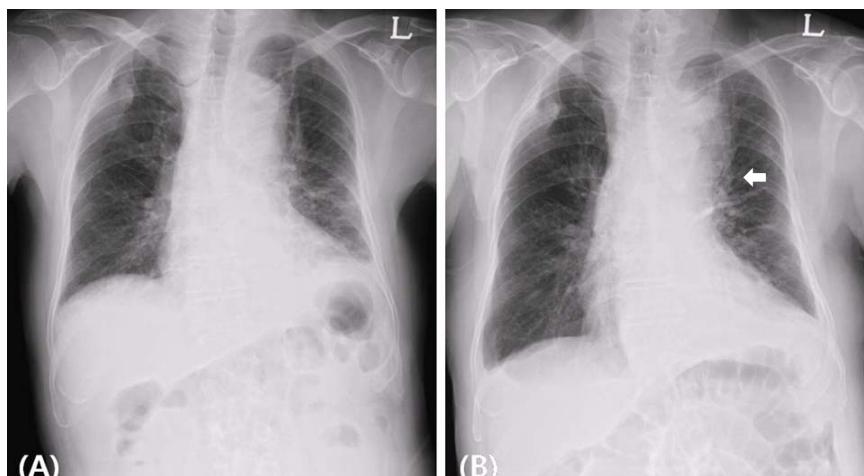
A) Chest X-ray on admission shows patchy and band-like increased densities in left lung. Pleural effusion is noted in both lower hemithoraces. B) Chest X-ray taken on 5th hospital day shows new opacity in the left para-aortic arch level.
